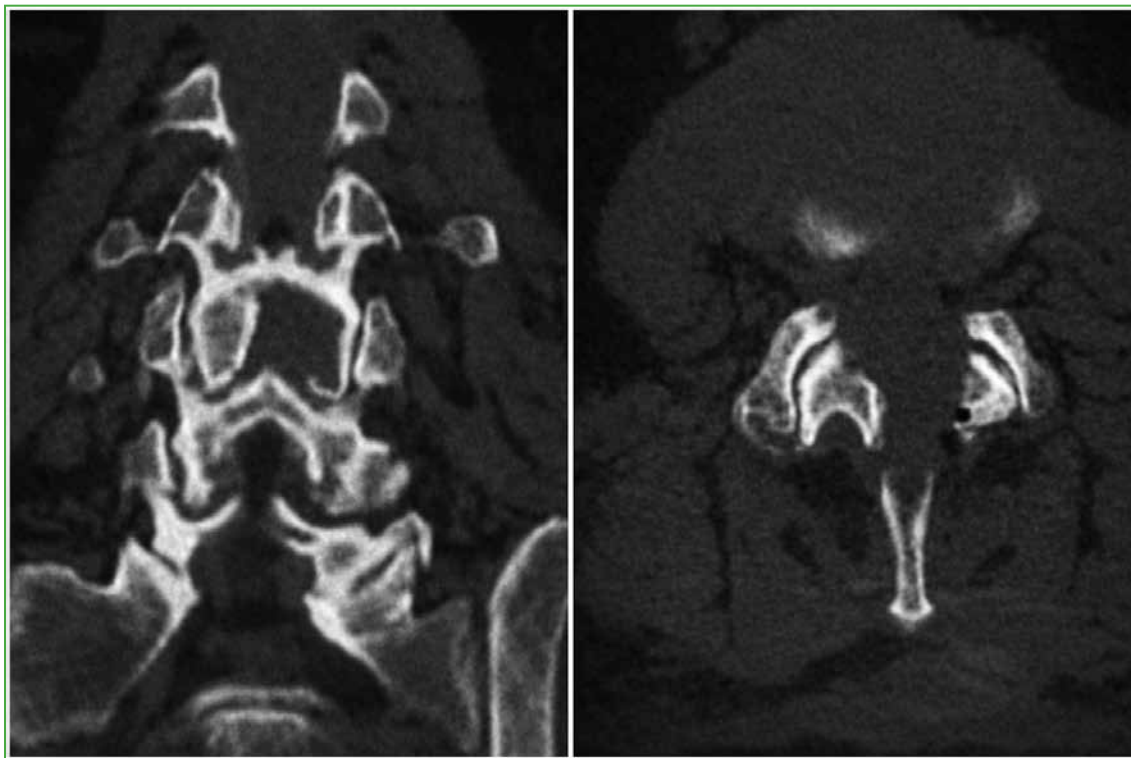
Tomografía computarizada de columna lumbosacra, cortes coronal y axial. Resultado posoperatorio.
